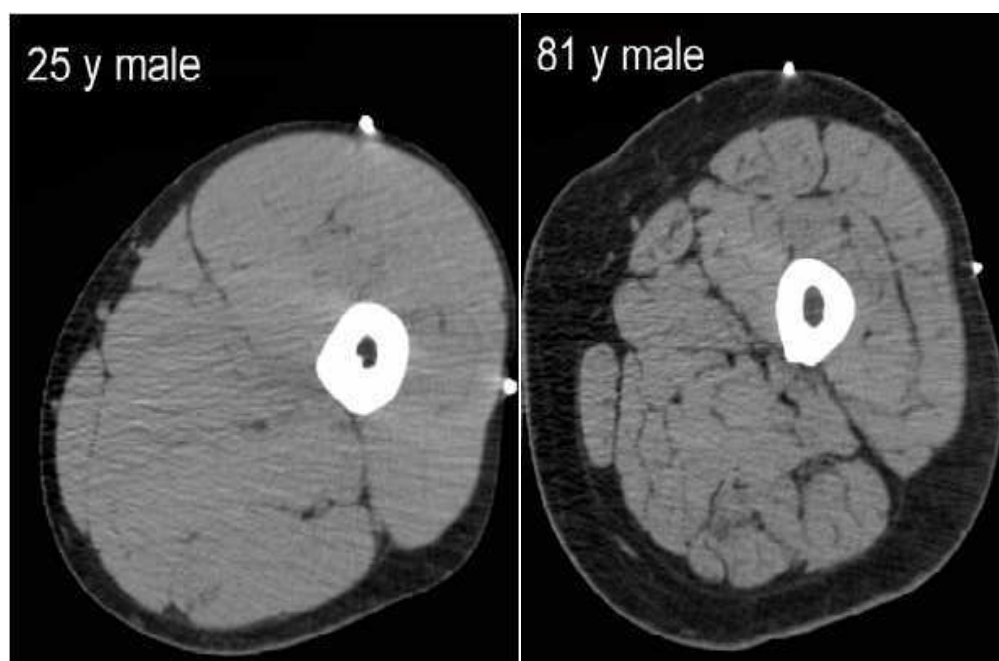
Corte transversal de ressonância nuclear magnética comparando a coxa média de um indivíduo jovem (25 anos) com a de um indivíduo idoso (81anos). Note a redução da área muscular e o aumento da gordura intermuscular no indivíduo idoso.
